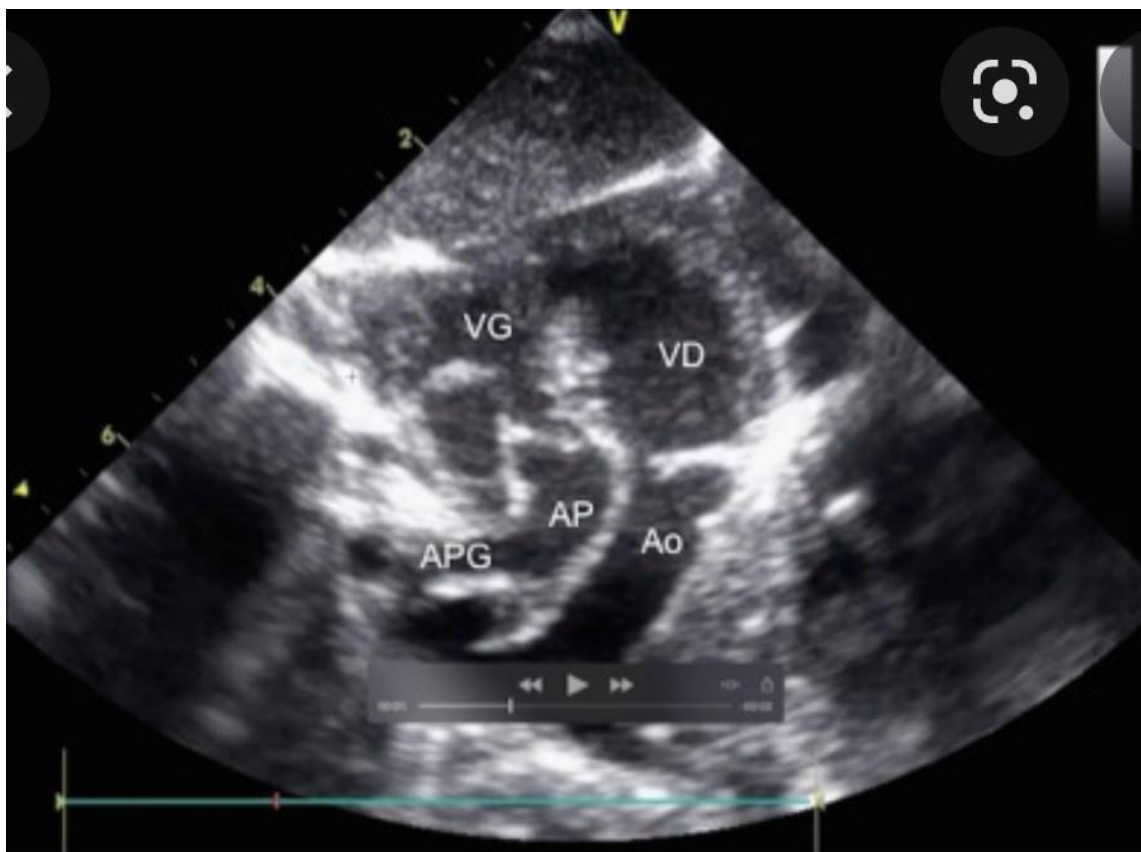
Image échocardiographique en Incidence grand axe montrant une transposition des gros vaisseaux ou discordance artério-ventriculaire Mécénat-cardiaque [3].
